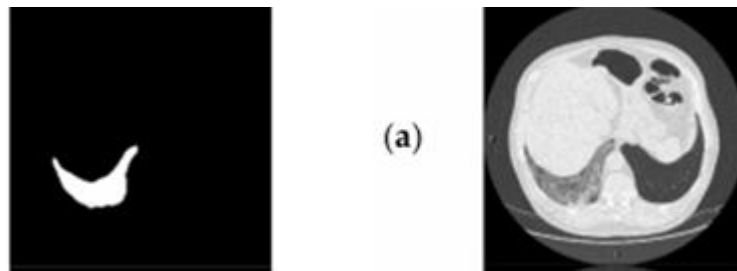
4:image CT thoracique a)Entrée dans l'architecture U-Net .
